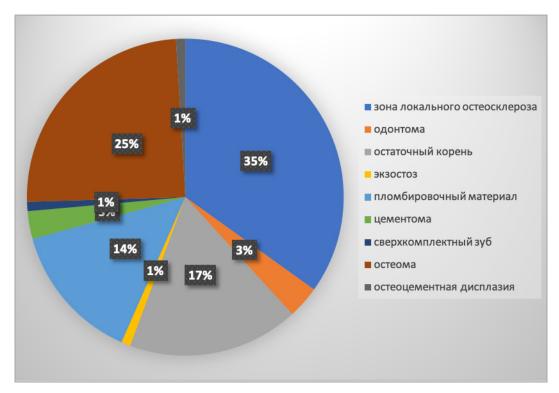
Соотношение плотных внутрикостных включений в зависимости от предварительного рентгенологического заключения
